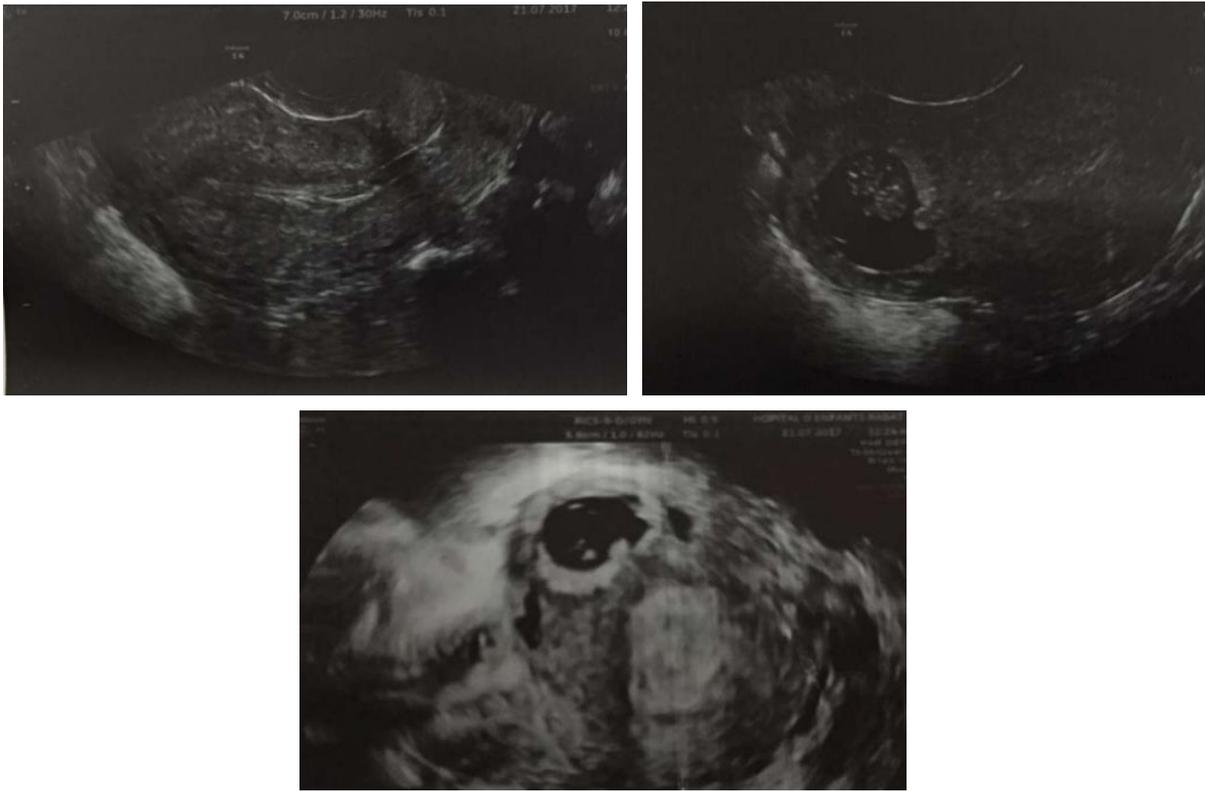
Images échographiques montrant la grossesse cornuale
